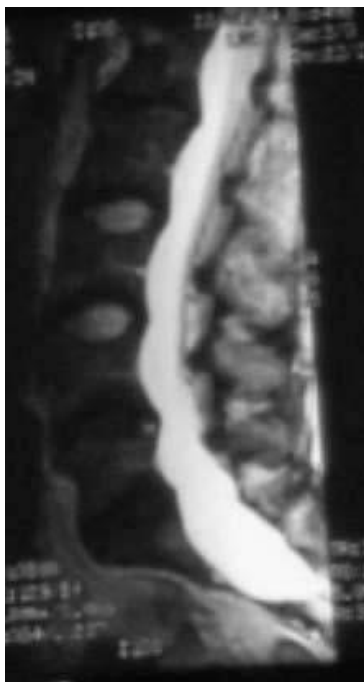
МРТ при дуральной эктазии в пояснично-крестцовом отделе.
